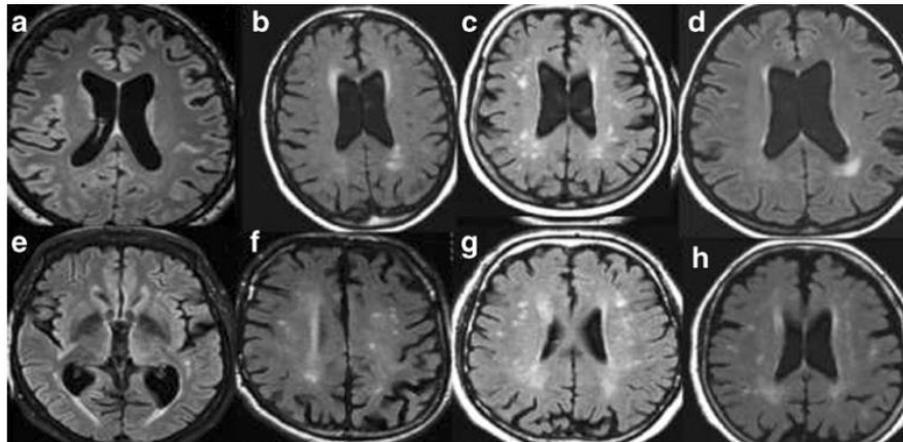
Magnetic resonance imaging* (MRI) menurut skala Fazekas yang dimodifikasi. (A) Kelompok tanpa hiperintensitas *white matter* (WMH), (B) kelompok WMH ringan (Skor fazekas 1), (C) kelompok WMH sedang (Skor fazekas 2). (Kim TW,2014)
